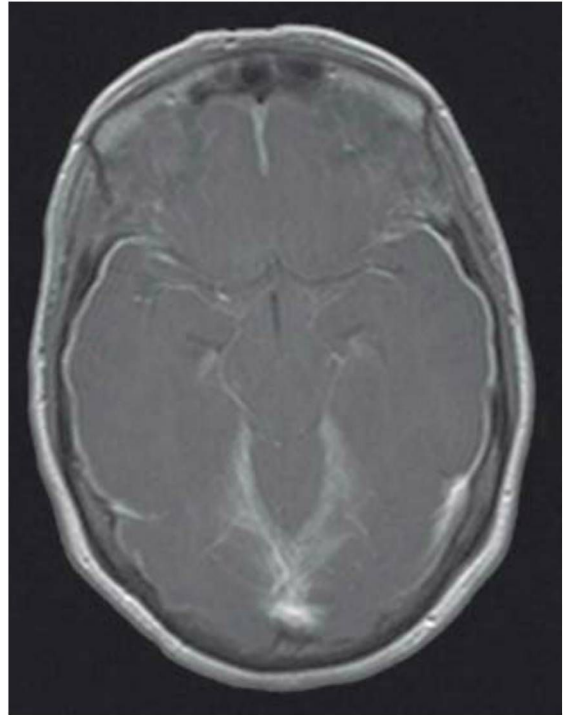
Imagen axial de resonancia magnética (potenciada en T1) de un paciente con meningitis. Obsérvese el aspecto (blanco) del espacio subaracnoideo alrededor de la periferia del lóbulo temporal, de los tabiques duros (especialmente del área que representa el tentorio) y los filamentos blanquecinos que representan el material infeccioso en el surco. Los vasos sanguíneos también pueden hacerse visibles porque la infección puede infiltrar su pared.
